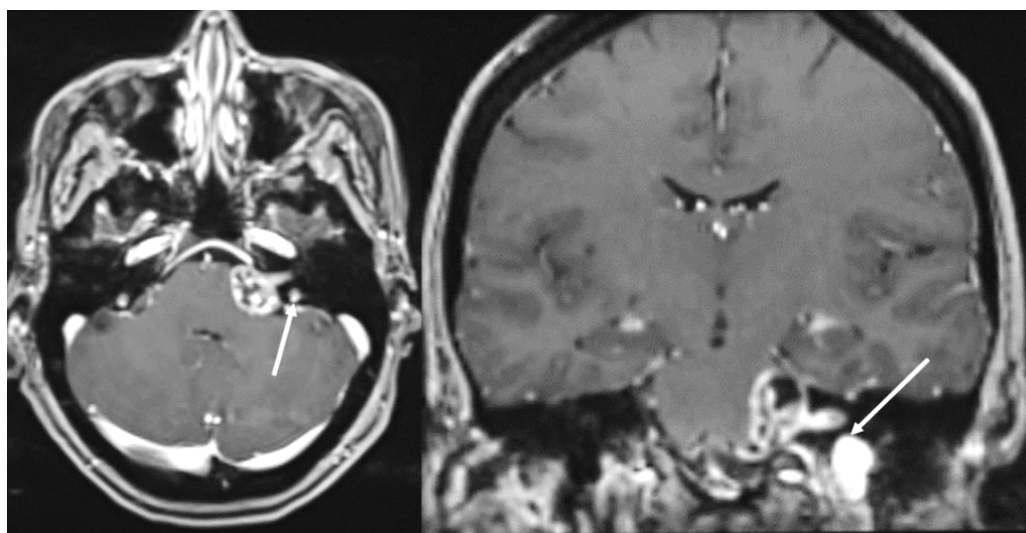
МРТ головного мозга до операции, определяется кистозная невринома левого слухового нерва (тип А), стрелкой указано высокое стояние луковицы яремной вены
